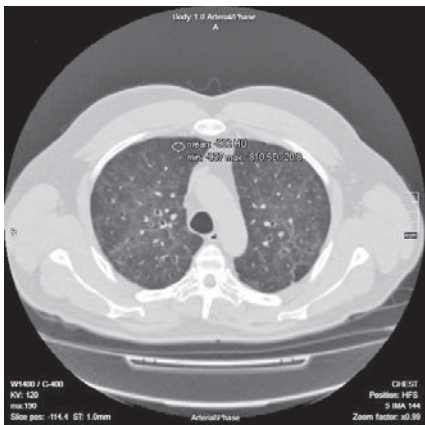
Аксіальний зріз КТ ОГК хворого А. через 5 місяців після початку захворювання (07.09.2021)
